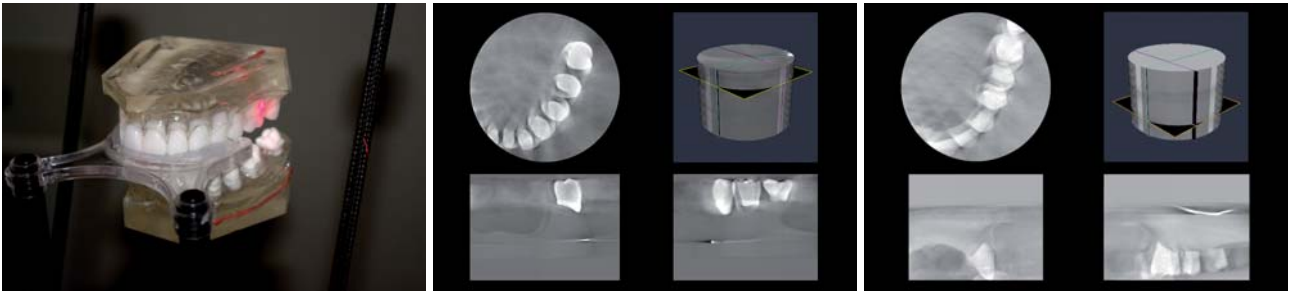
Geräteeinstellungen: Mithilfe der Lichtvisiere wird ein Volumen auf die darzustellende Region (hier Regio 26 und KH-Boden) platziert. – Abb. 5: DVT-Phantom-Aufnahme Oberkiefer mit dem Röntgenphantom. – Abb. 6: DVT-Phantom-Aufnahme Unterkiefer mit dem Röntgenphantom.
